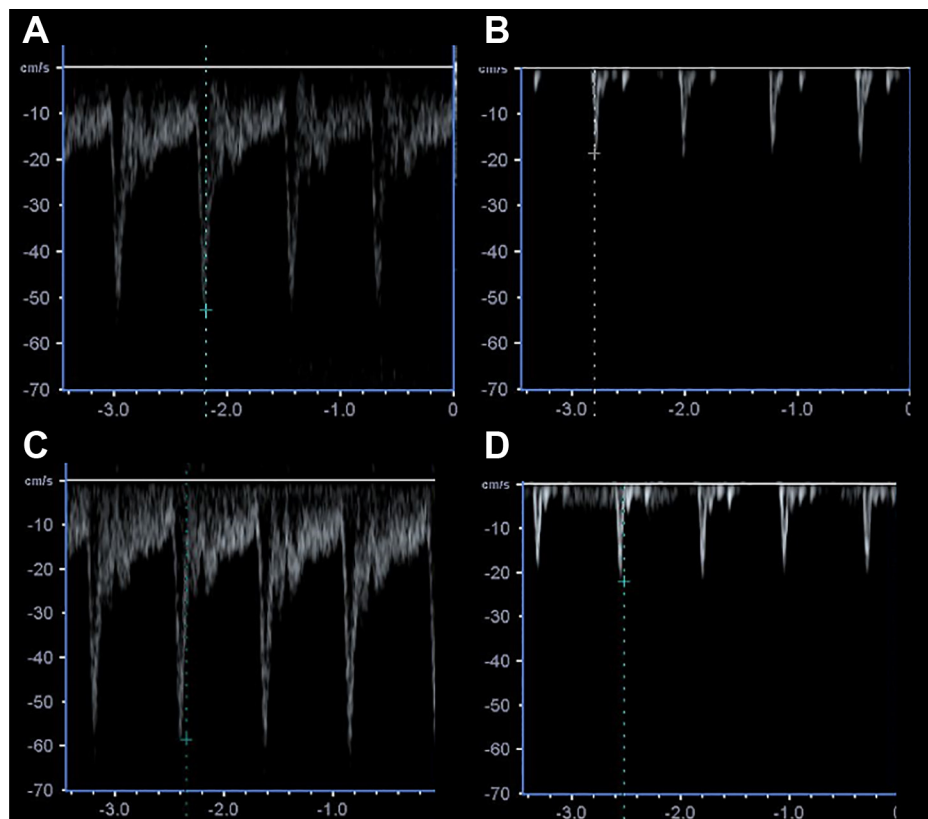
Neck ultrasonographic findings.
